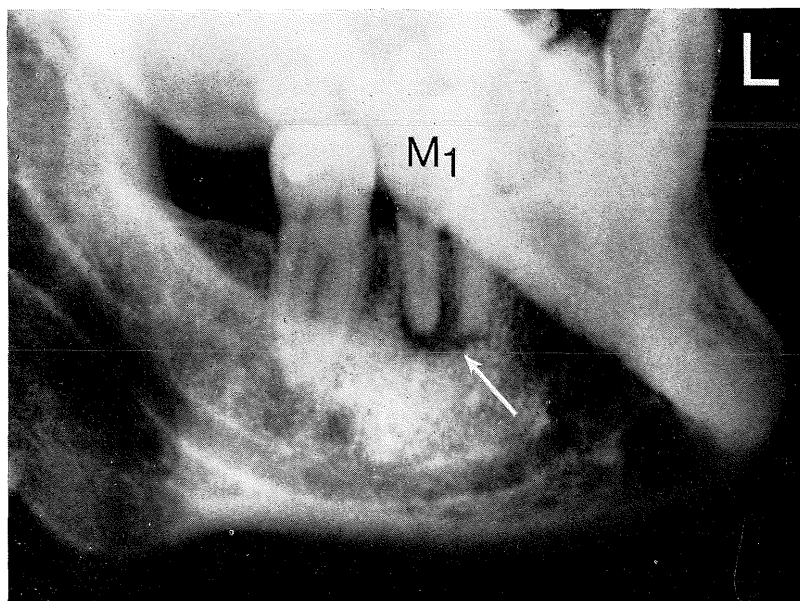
Röntgenbeeld van de chronische periostitis van figuur 3-2; oorzaak is een lokale, chronische, scleroserende osteomyelitis met fijne trabekelstructuur uitgaande van een periapicale ontsteking aan de M<sub>1</sub> is.
